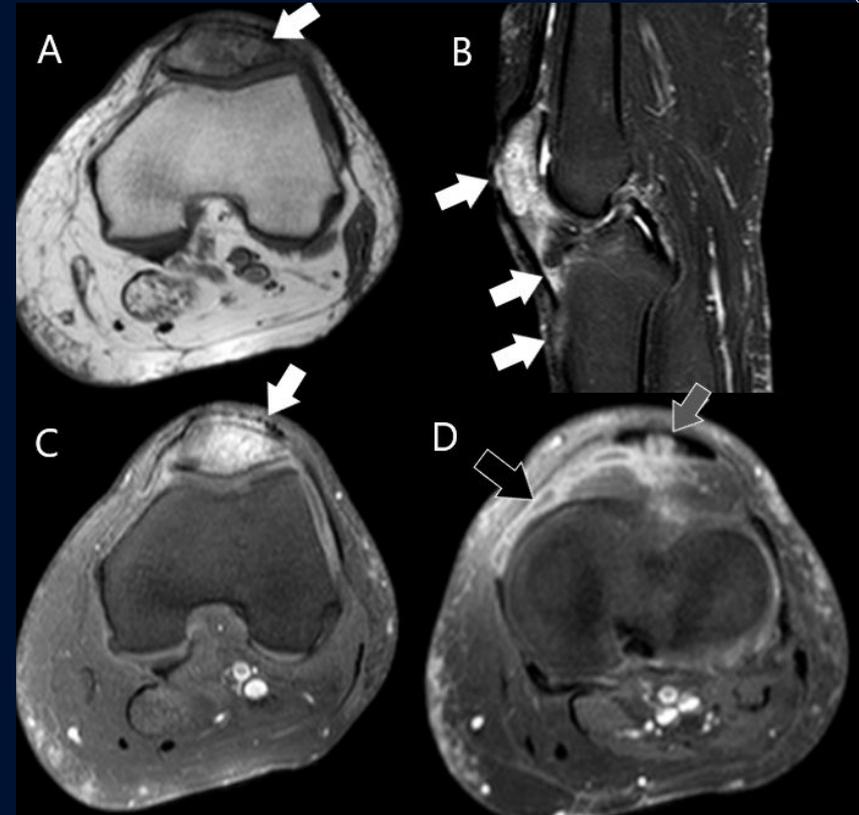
Resonancia magnética. (A) Axial T1, (B) Sagital STIR, (C y D) Axial T1 Fat-Sat con gadolinio ev. Marcado edema óseo con intenso realce con gadolinio en rótula, tuberosidad tibial anterior y margen anterior de la espina tibial (flecha blanca). Leve derrame articular con realce sinovial (flecha negra) y cambios inflamatorios en el tendón rotuliano (flecha gris).
